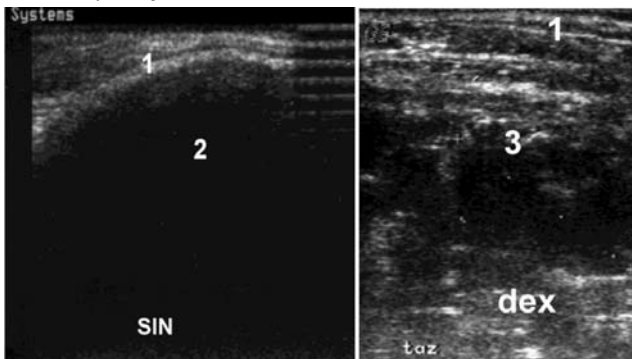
При УЗИ-исследовании крыла подвздошной кости слева визуализируется гиперэхогенный контур кости (1), за которой видна акустическая тень (2) (норма). При исследовании подвздошной кости справа отсутствует акустическая тень, а визуализируется гипозэхогенное неоднородное образование (3) 13x8 мм, что позволило сделать заключение о наличии деструкции подвздошной кости
